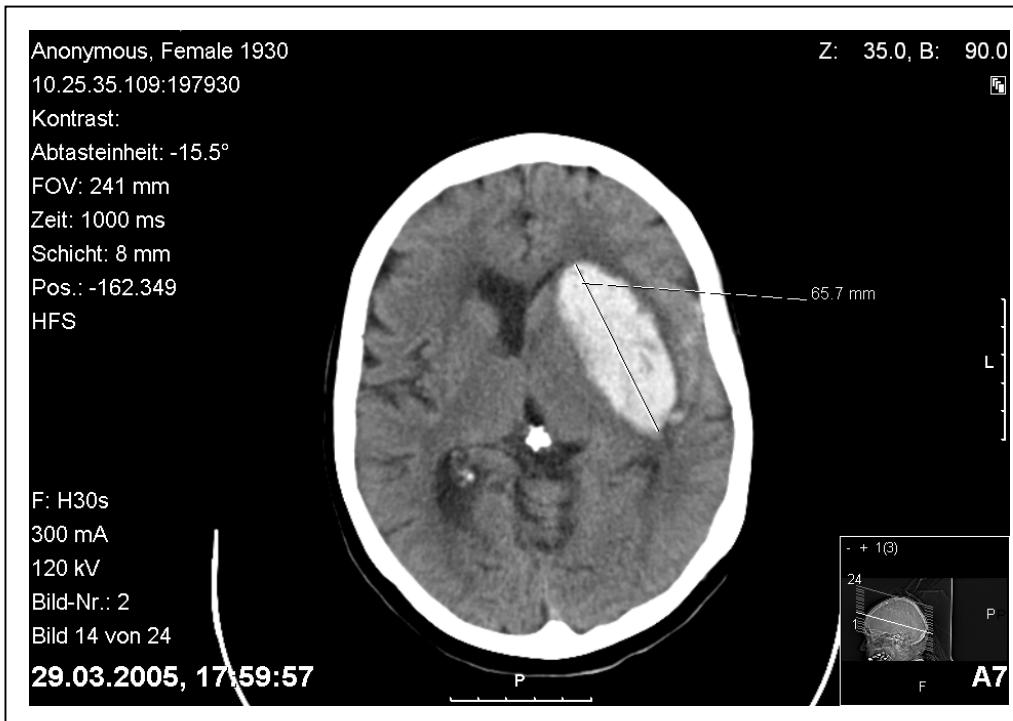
CT-Aufnahme vom Erkrankungstag
